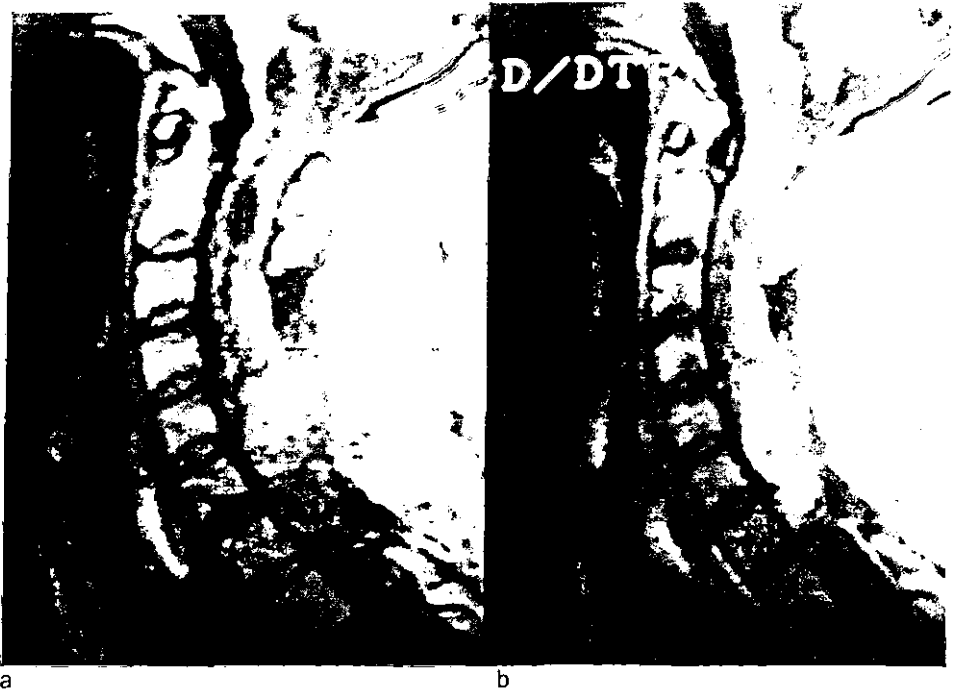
a) Cortes sagitales de IRM a nivel cervical en secuencia T1 simple b) y posterior a la administración de gadolínico donde observamos gran lesión intramedular de contornos irregulares, reforzamiento heterogéneo, condicionando hidromielia proximal, compatible con hemangioblastoma medular.
